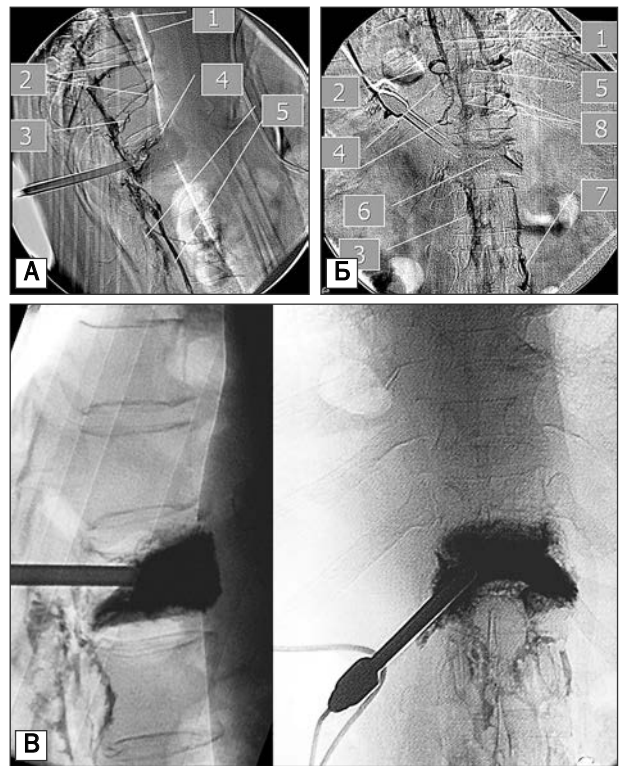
Гемангиома тела Th12 позвонка. Веноспондилография перед выполнением вертебропластики. Поэтапный эпидуральный и системный дренаж тела позвонка: А: 1 — парная и полунепарная вены; 2 — сегментарные вены; 3 — межпозвонковые вены; 4 — пятно контраста в теле позвонка; 5 — эпидуральные вены; Б: 1 — парная и полунепарная вены; 2 — сегментарная вена; 3 — эпидуральные вены; 4 — межпозвонковые вены; 5 — ретрокорпоральные анастомозы эпидуральных вен; 6 — пятно контраста в теле позвонка; 7 — восходящая поясничная вена; 8 — две вентральные продольные эпидуральные вены; В — рентгенография во время вертебропластики костным цементом с барием
